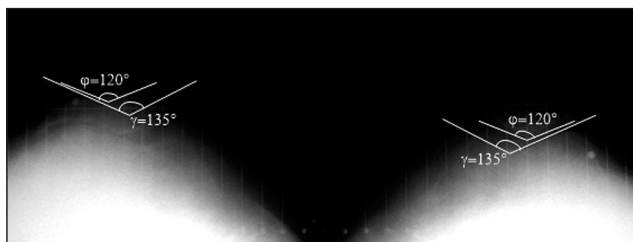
Рентгенограммы правого коленного сустава больной Б., аксиальная проекция: латерализация надколенников, резкое сужение суставной щели с латеральной стороны
